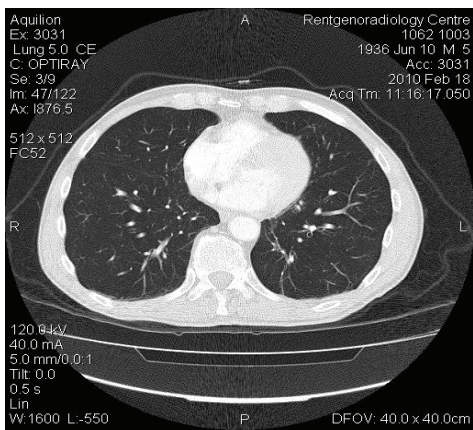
КТ картина стабилизации в ходе лечения:
